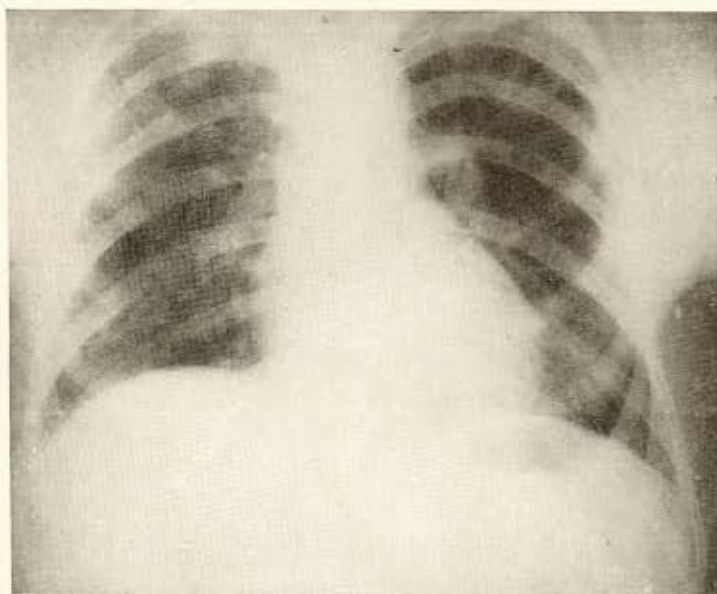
(caso nº 5) — Telerradiografia de 23-12-58 — Sombras opacas sem homogeneidade nem morfologia definida, na porção externa e vértice da metade superior do campo pulmonar direito, com aspecto pneumônico. Sombras fasciculadas opacas dirigindo-se para o vértice esquerdo com aspecto de infiltrado.
